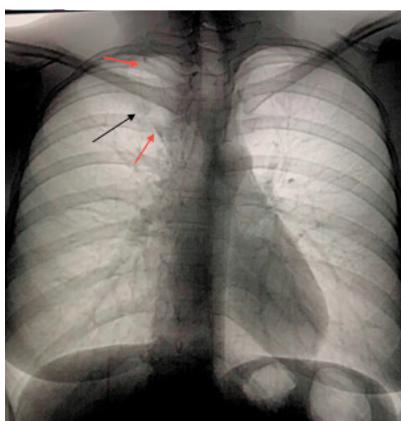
Женщина, 32 года. На флюорограмме видны рентгенпризнаки добавочной доли непарной вены справа и одновременно определяется очаговая тень за передним отрезком 1 ребра справа
